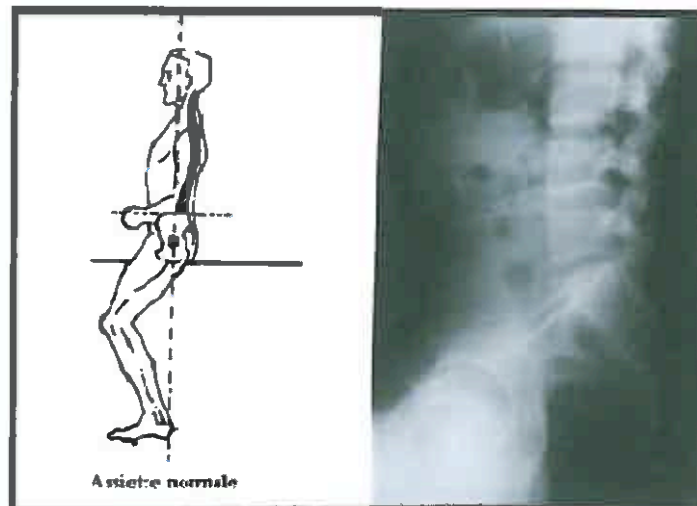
L'assiette normale, étude radiographique
